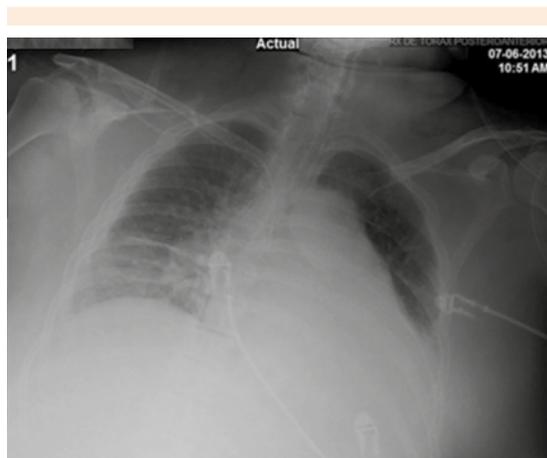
Radiografía anteroposterior de tórax en donde se observa cardiomegalia grado IV, aumento de trama vascular y datos compatibles con neumopatía crónica.
